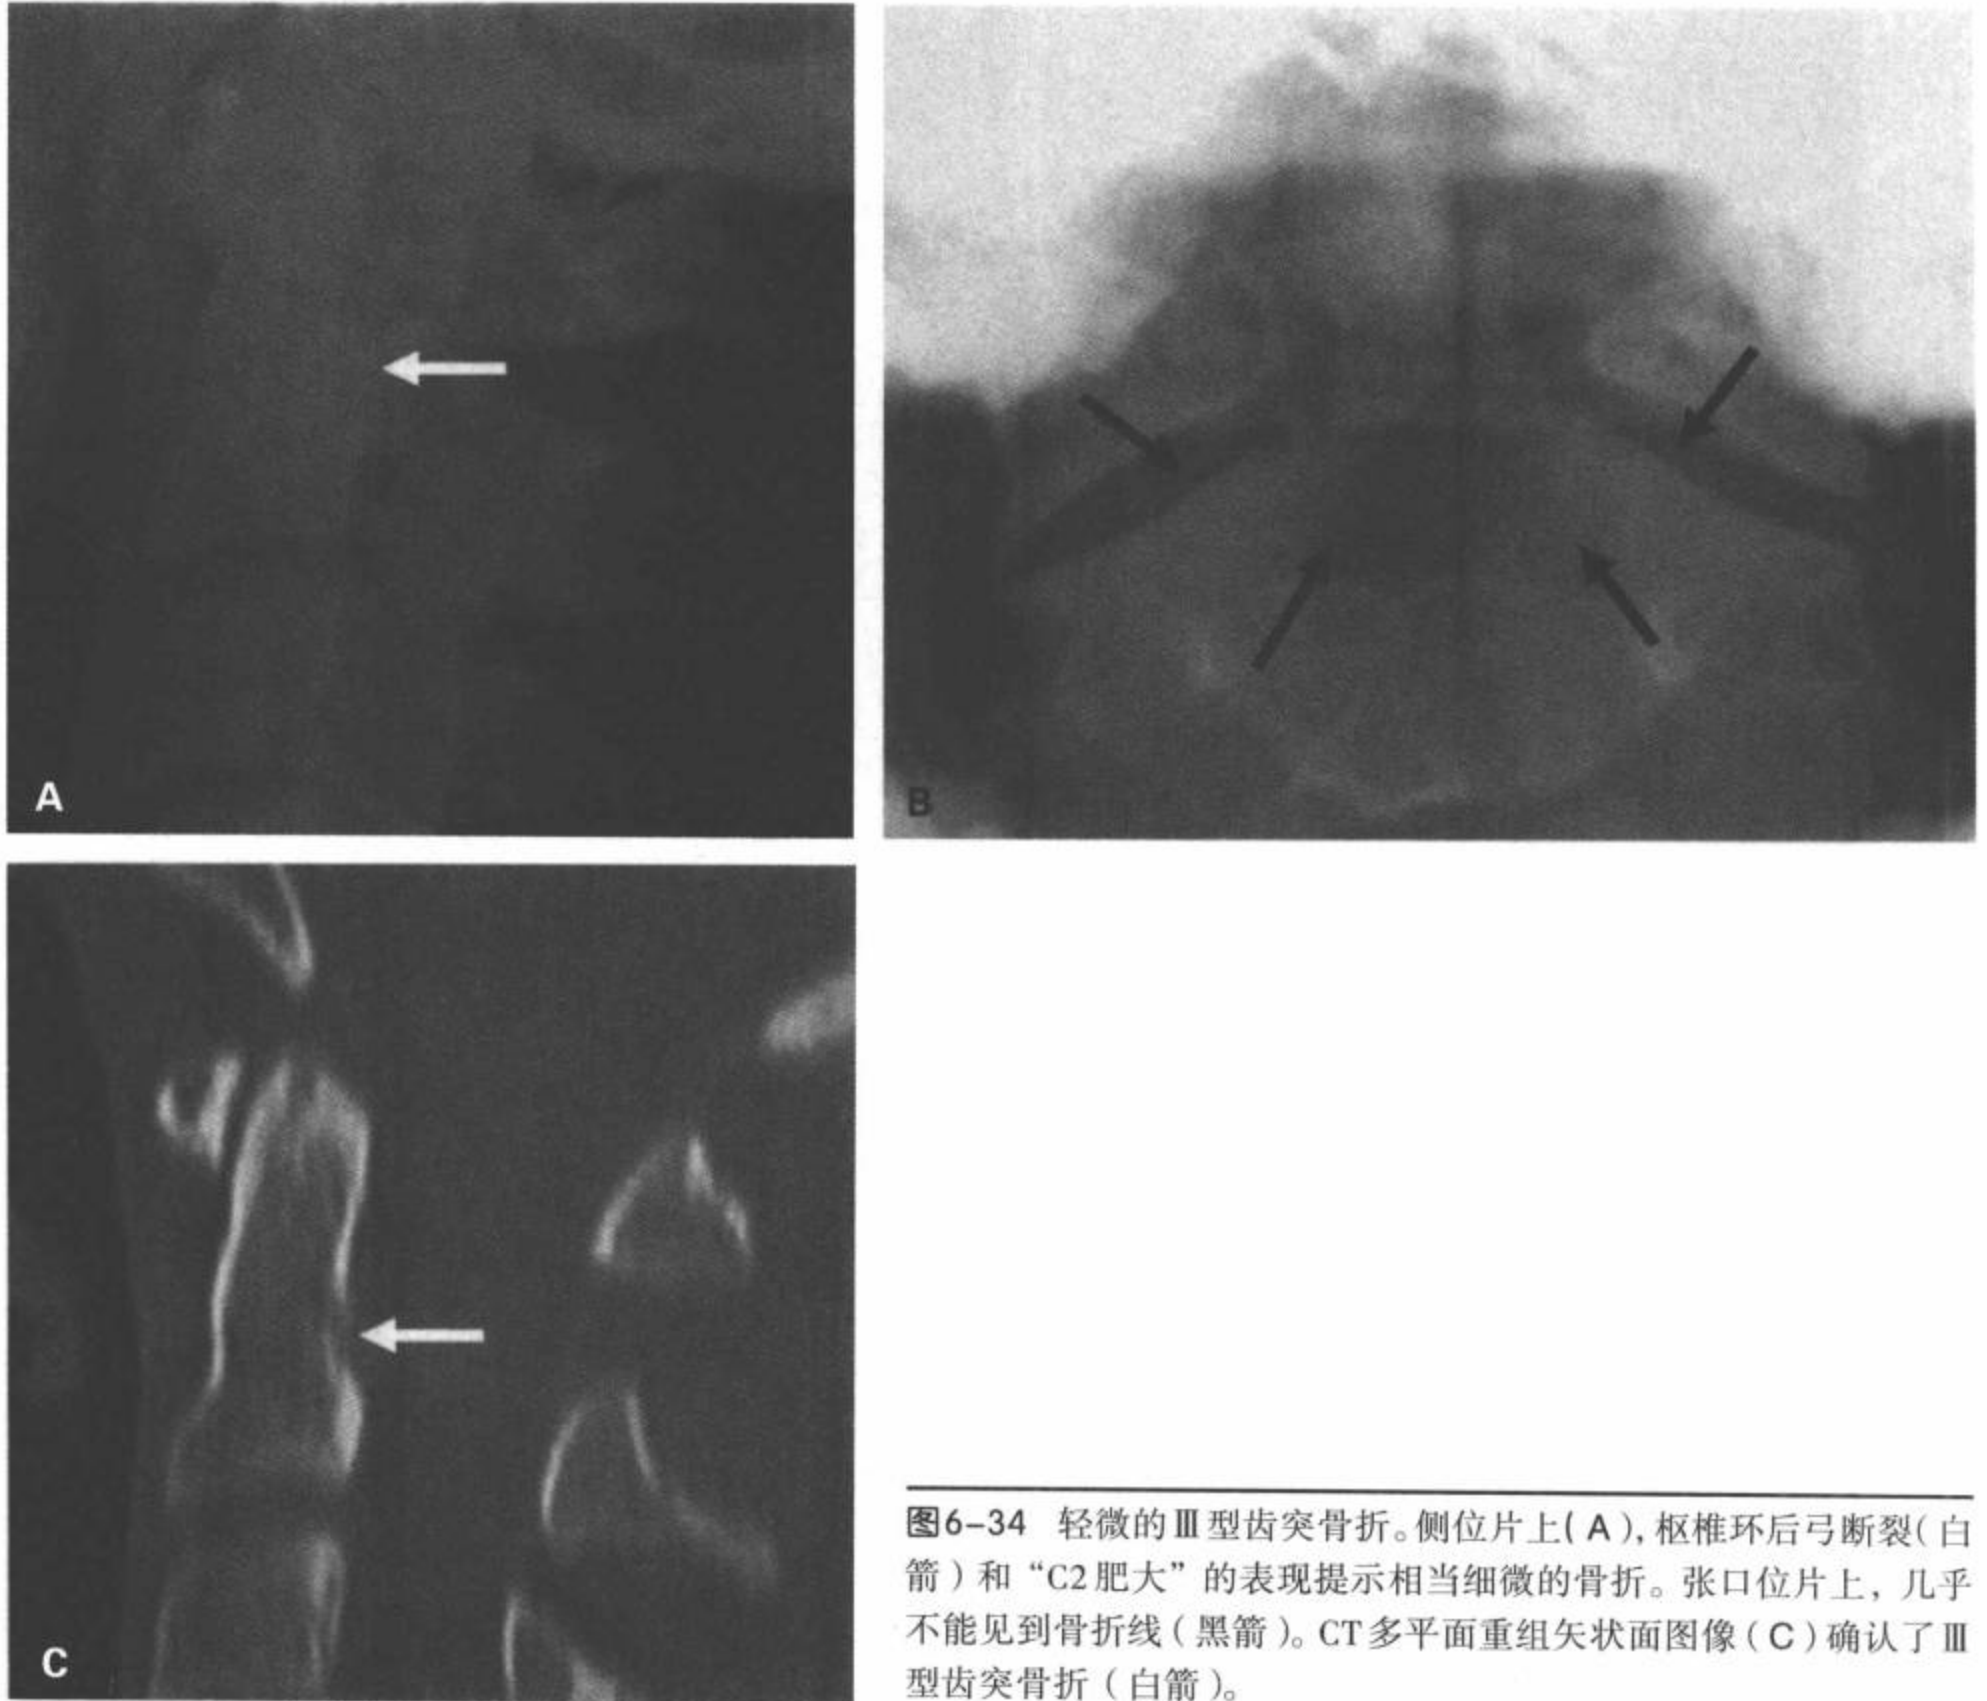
轻微的Ⅲ型齿突骨折。侧位片上(A), 枢椎环后弓断裂(白箭)和“C2肥大”的表现提示相当细微的骨折。张口位片上, 几乎不能见到骨折线(黑箭)。CT多平面重组矢状面图像(C)确认了Ⅲ型齿突骨折(白箭)。
